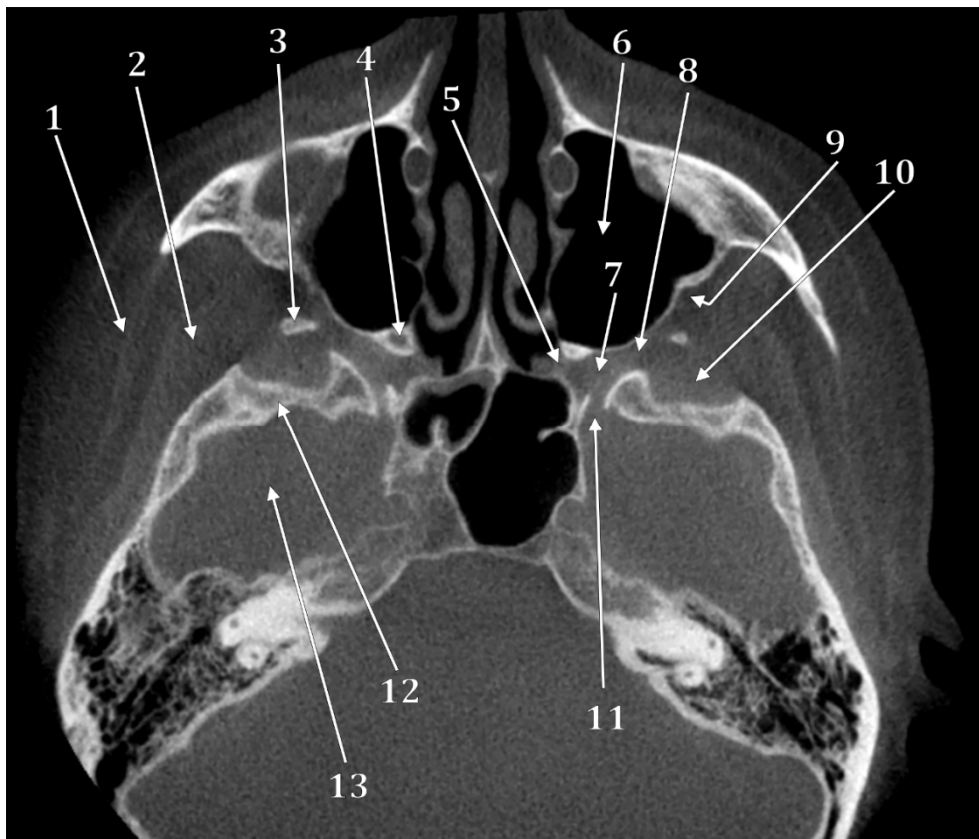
Secțiune CBCT axială prin etajul superior al fosei pterigopalatine, la nivelul găurii rotunde. 1.1.fascia temporală; 2.m.temporal; 3.tuberculul sfenoidal; 4.procesul orbital al osului palatin; 5.gaura sfenopalatină; 6.sinusul maxilar; 7.fosa pterigopalatină; 8.fisura pterigomaxilară; 9.șanțul nervului maxilar; 10.fasciculul superior al m.pterigoidian lateral; 11.gaura rotundă; 12.aripa mare sfenoidală; 13.fosa craniană medie.
